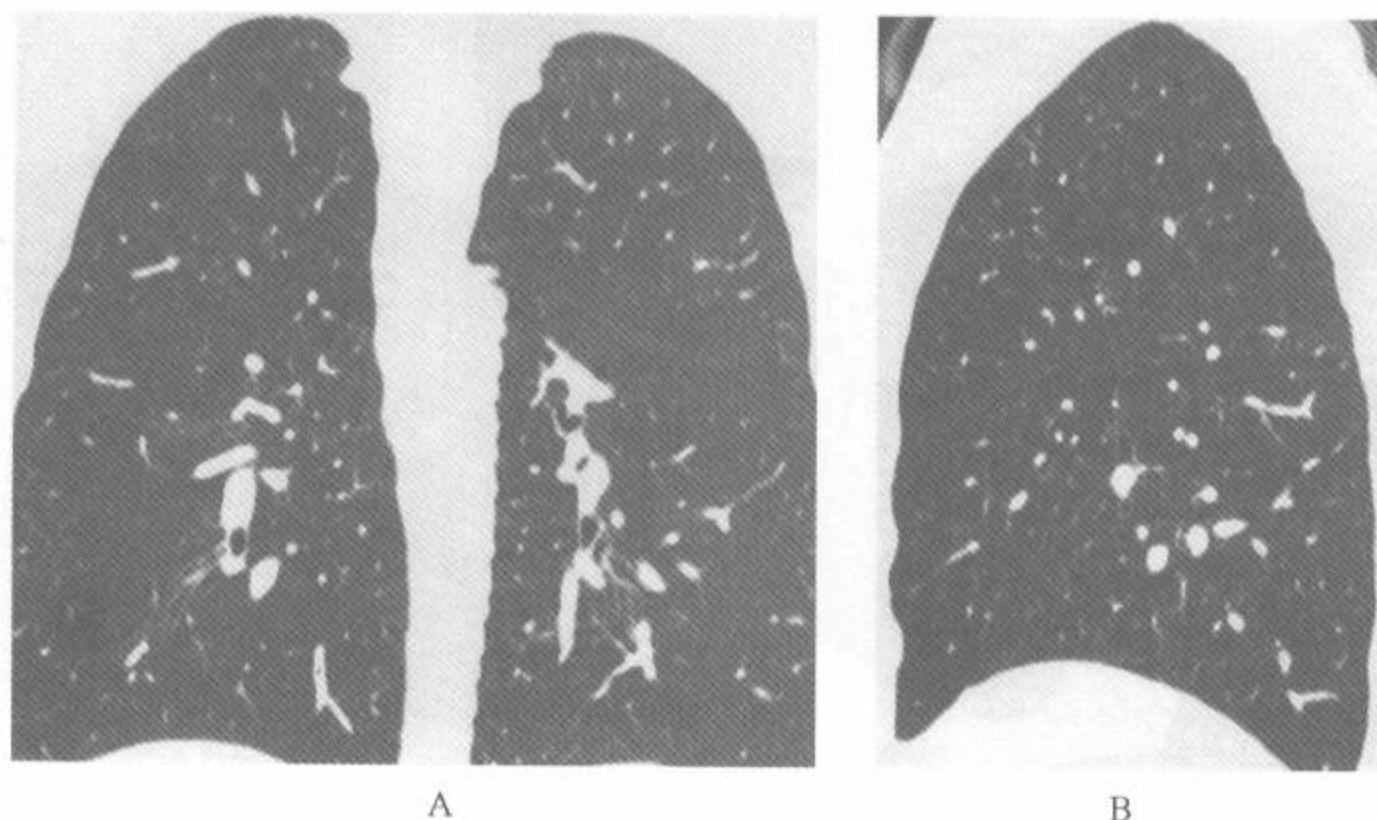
正常人中的从多排螺旋 HRCT 重建的冠状位和矢状位图像
